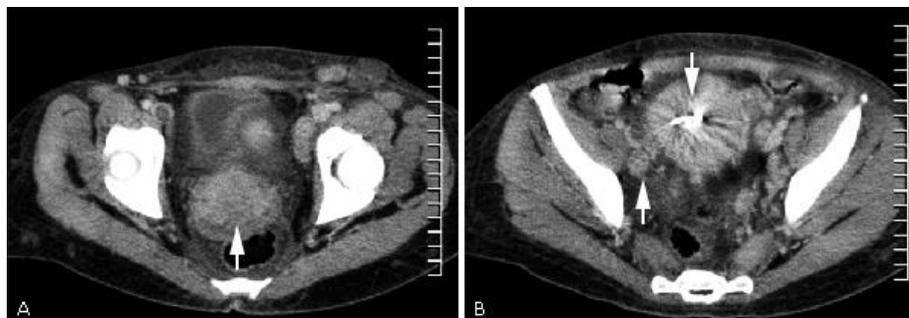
Tomografía axial computarizada de pelvis. A: Aumento de tamaño del cuello uterino con densidad muy heterogénea (flecha blanca). B: Adenopatías en la excavación pélvica (flecha blanca) y el DIU en la cavidad uterina (flecha negra).
